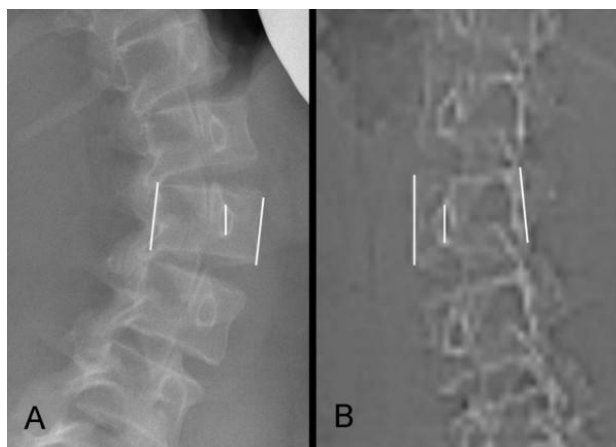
А – простий рентгенівський знімок; В – знімок комп'ютерної томографії (посилання Abul-Kasim K. et al., 2010)
